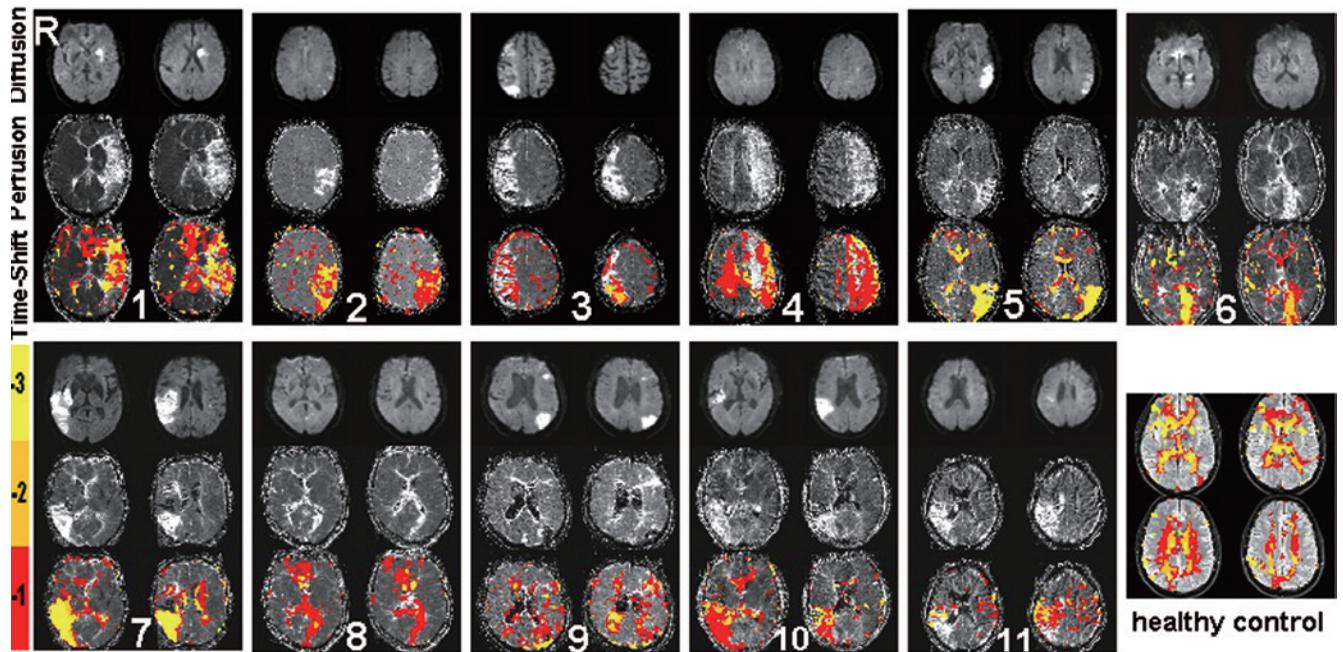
Time-shift analysis (TSA) results of 11 stroke patients and one healthy control. In 11 patients, areas affected by the ischemic stroke (areas of decreased perfusion) show a pronounced time delay to the whole-brain signal. In the healthy control, the time lagged areas were approximately symmetrically distributed within ventricular areas. -1, -2, -3 in color bar indicates -1 TR, -2 TR, -3 TR time shift. TSA provides information comparable to that of conventional perfusion MRI without the need for contrast agents.
